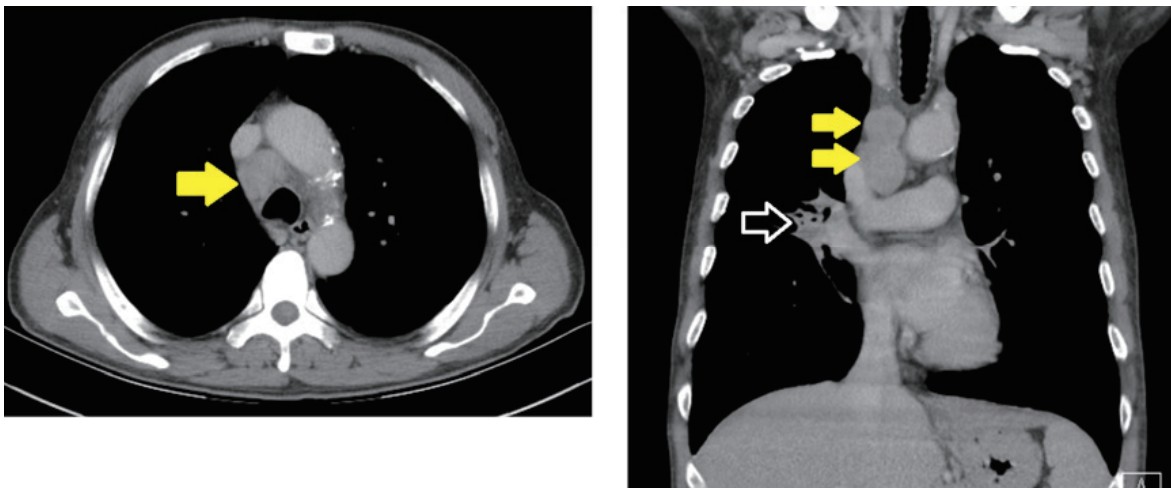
Chest CT scan with/without contrast
